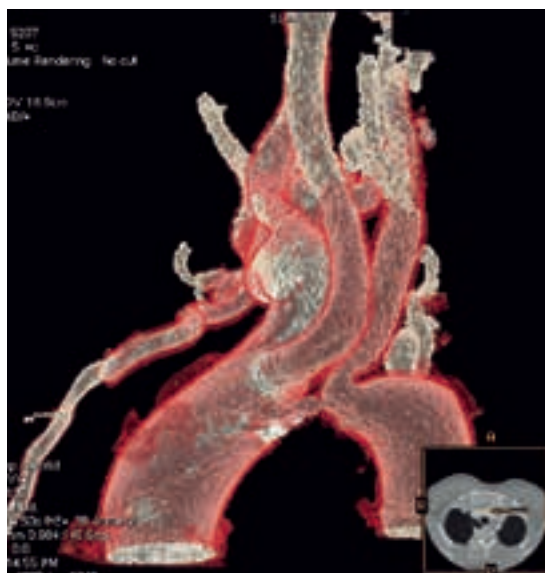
Angio-TC torácico (reconstrução 3D): Coartação da aorta grave, pré-ductal (entre a origem da carótida comum esquerda e da artéria subclávia esquerda).
